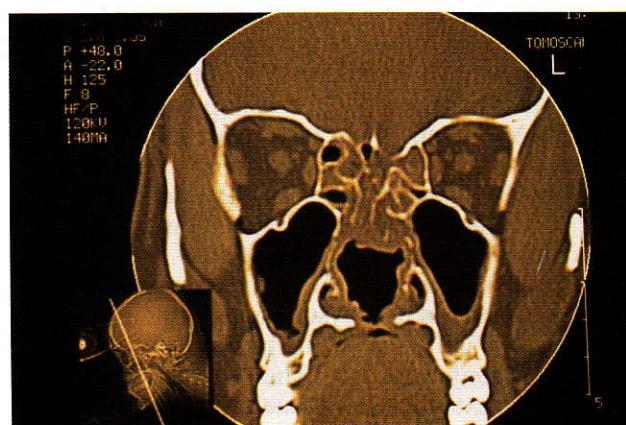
CT Scan showing aggressive destruction of lateral wall, septum and palatine fistula
